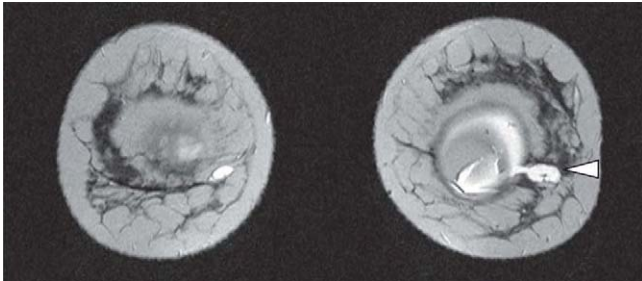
Resonancia magnética de mama. Ruptura de prótesis con migración de silicona de mama izquierda (punta de flecha).
